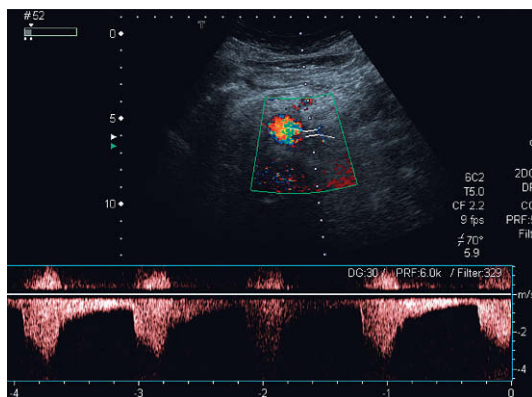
Imagen Doppler de la arteria renal izquierda que demuestra una velocidad del flujo sistólico aumentada por encima de 2 m/seg, pero un flujo diastólico disminuido y, consecuentemente, un índice de resistencia aumentado.
